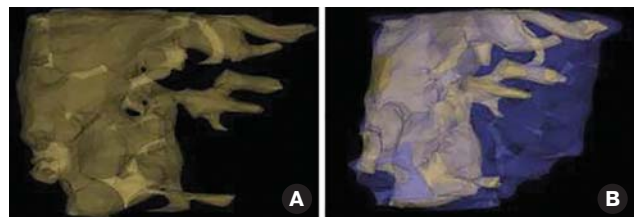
Аналіз даних КТ альвеолярного паростка у програмному середовищі SimPlantPro. А – 3D-реконструкція кістково-мозкових просторів і пор. В – пори, що утворюють складну конфігурацію в кістковому об'ємі альвеолярного паростка.
